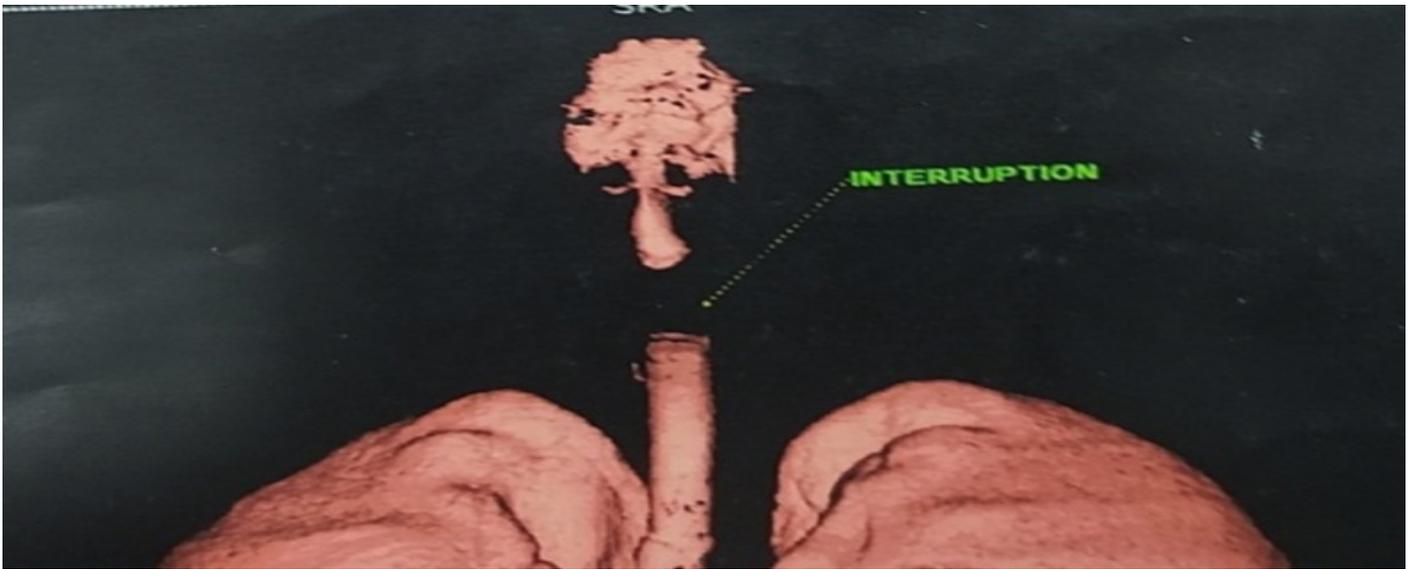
Reconstruction TDM 3D : interruption totale segmentaire de la trachée.
